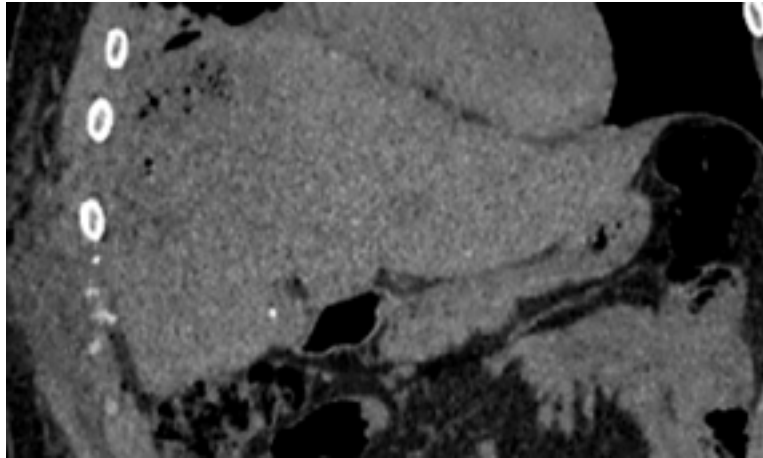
CT on the sixth day after the injury.
